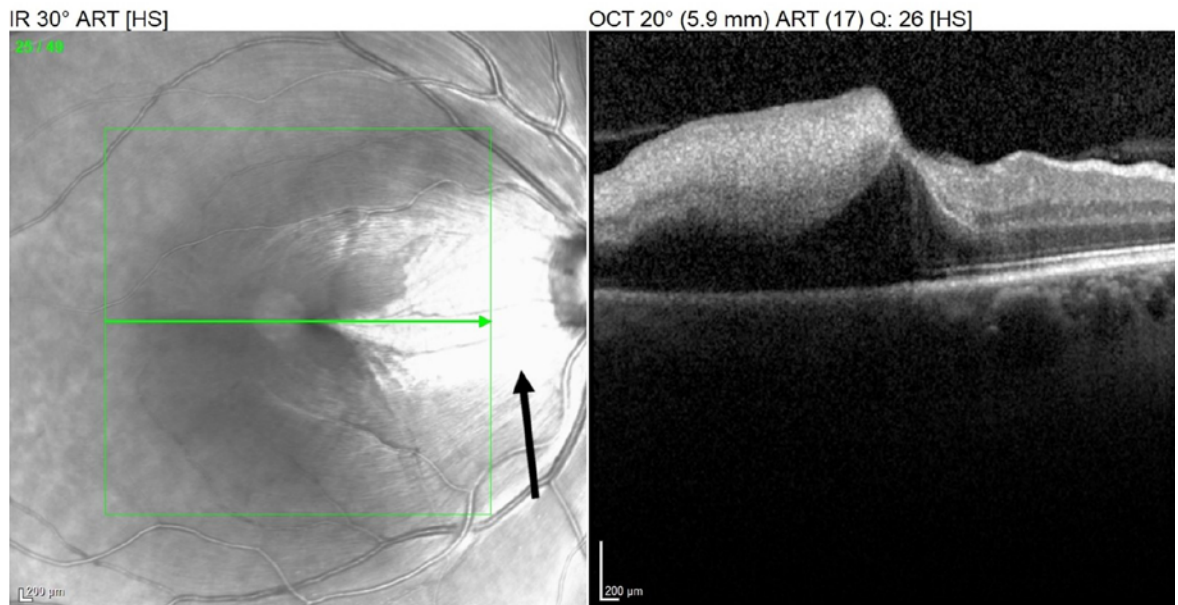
Optische Kohärenz-Tomografie (OCT) mit Ischämie und Ödem der Retina (schwarzer Pfeil). Axonschwellung und Ischämie-bedingte Funktionsstörung des neuroaxonalen Transportes.
